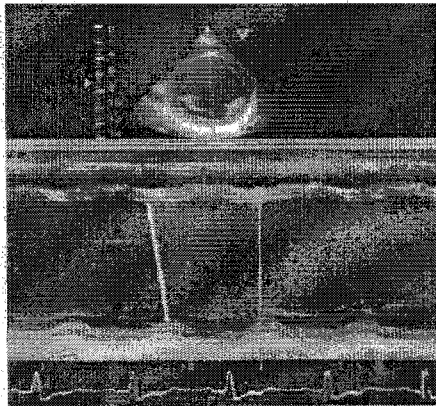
Retraso entre el pico sistólico de las paredes septal y posterior por ecocardiograma (Modo M).
